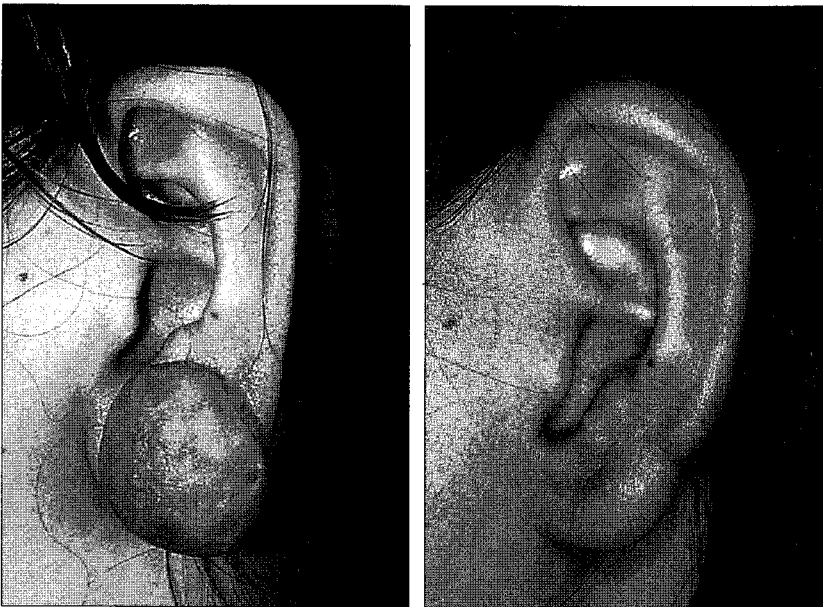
Case 1. (Left) Preoperative view of a 27-year-old woman with keloid at left ear lobe. (Right) Postoperative view at 12 months after keloidectomy followed by postoperative X-ray radiation within 24 hours.
